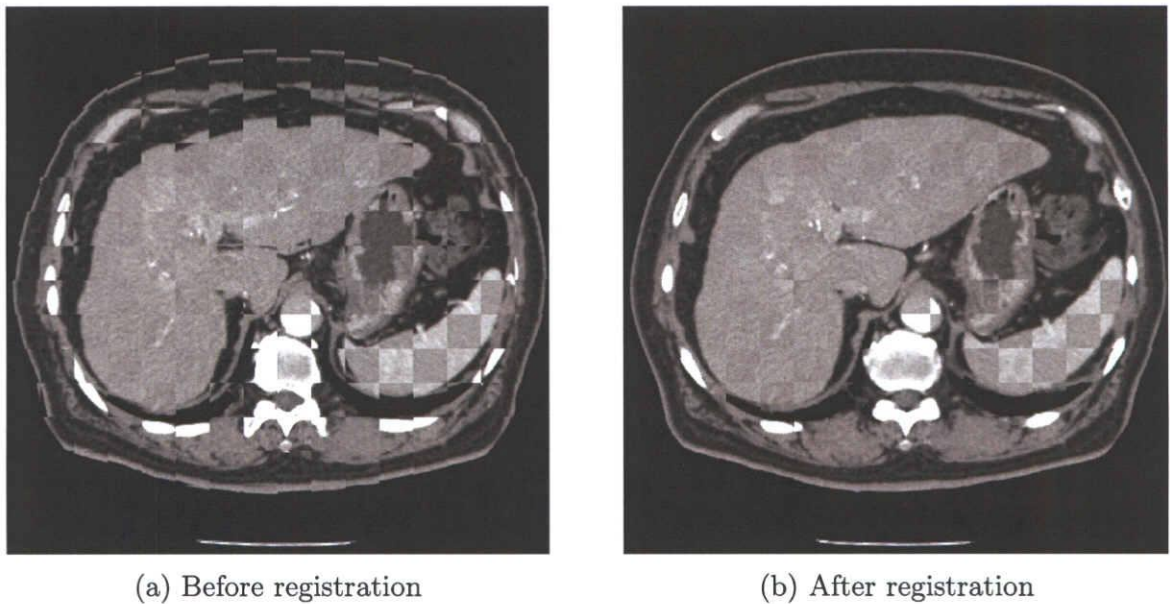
Registration result. (a) and (b) are generated by combining registered early and late arterial phase CT images. Both CT images are placed as the checkerboard.
